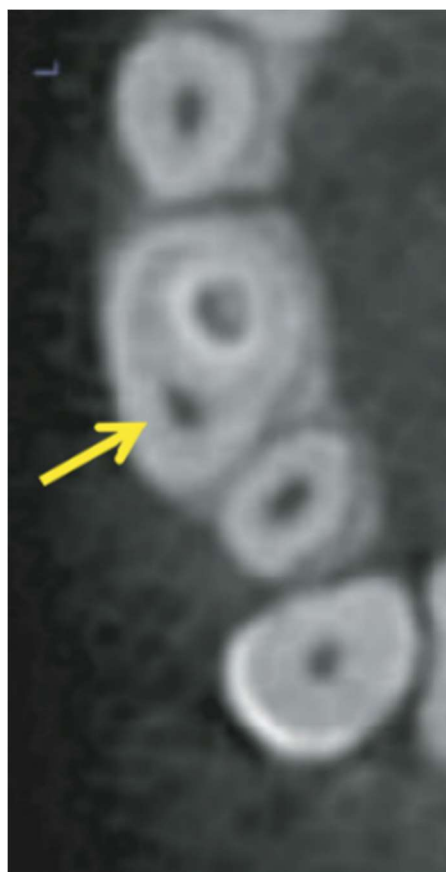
Tomografía computarizada de haz cónico de un caso de DI donde se observan el canal principal y el de la invaginación. Kfir A. et al ¹¹
